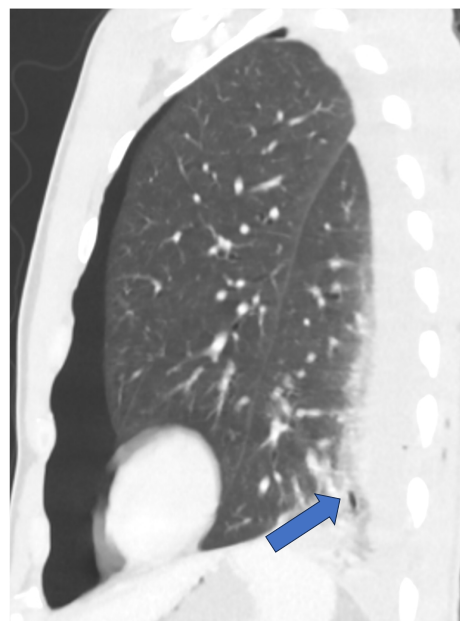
TC corte sagital. Mismo paciente que figura 4. Pequeña laceración pulmonar (flecha).
